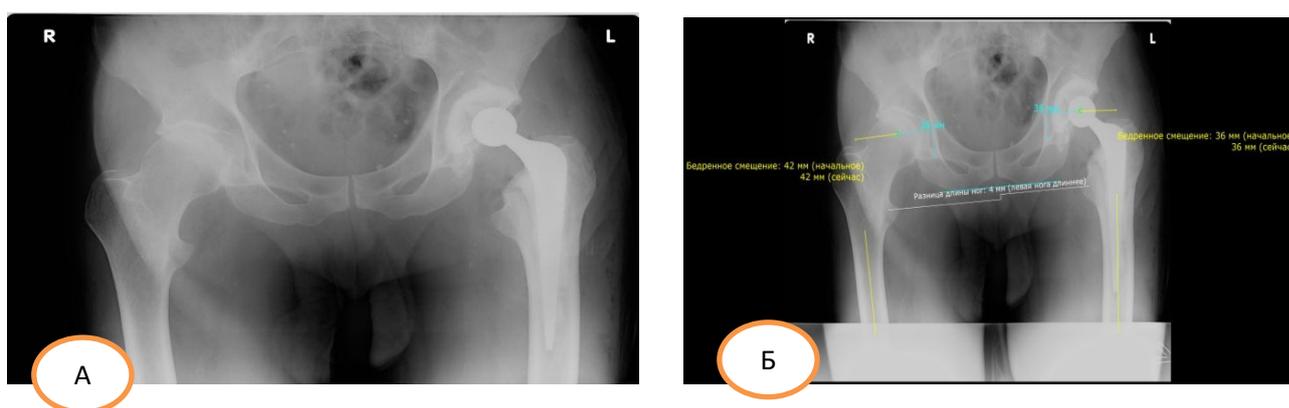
А – Послеоперационные рентгенограммы; Б – результат оценки в программе MEDICAD
